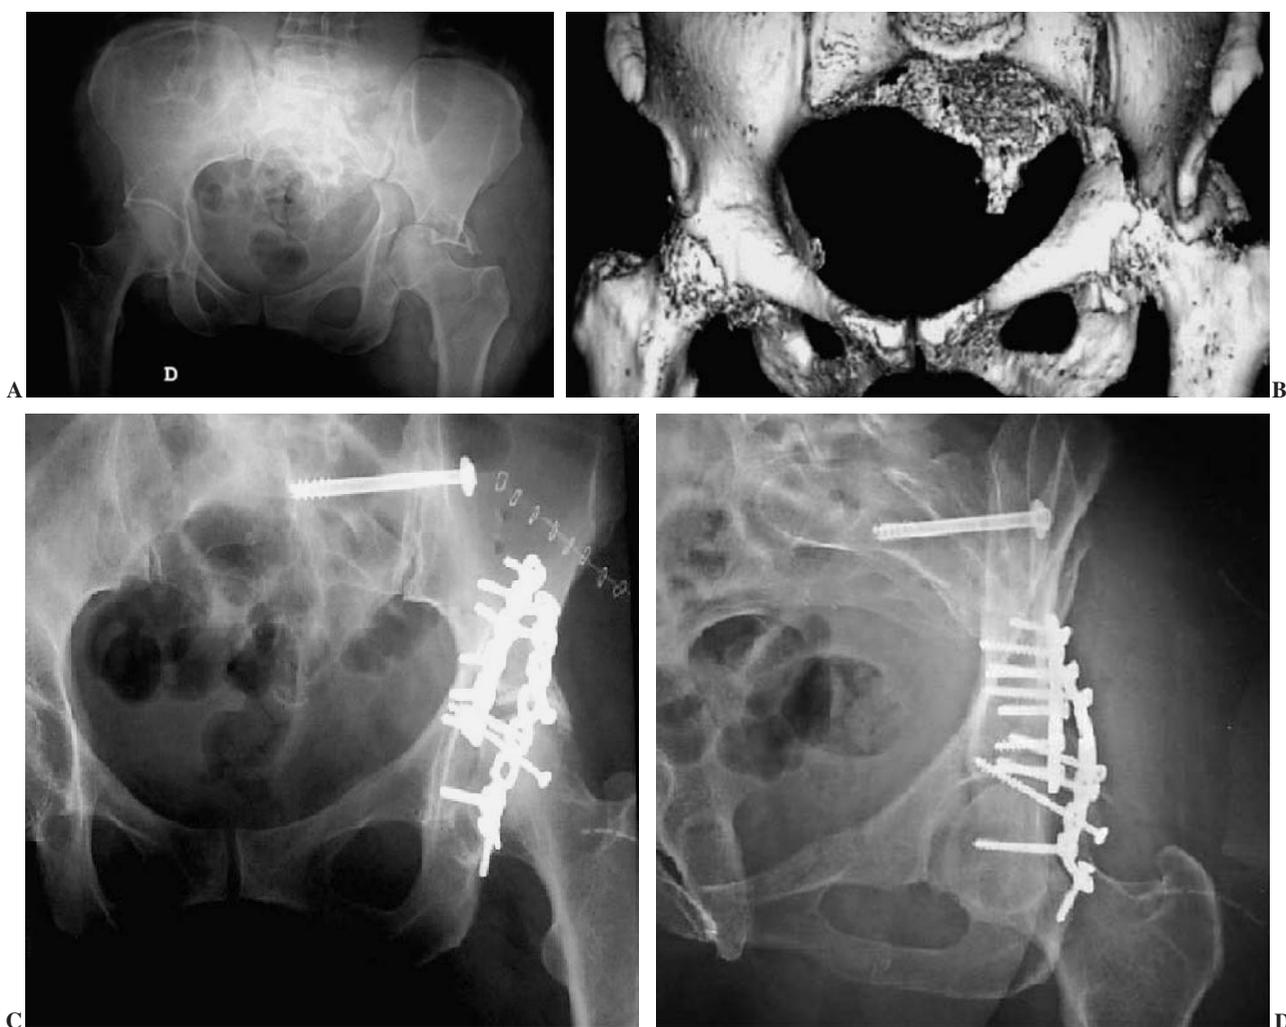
Lesión típica por rotación externa y luxación anterior ipsilateral de la sacroilíaca que acompaña a muchas fracturas transversas del acetábulo. (A) Radiografía anteroposterior donde se aprecia la luxación de la cabeza femoral. (B) Reconstrucción 3D en la que se observa la luxación de la sacroilíaca. (C) y (D) Resultados del tratamiento quirúrgico.
